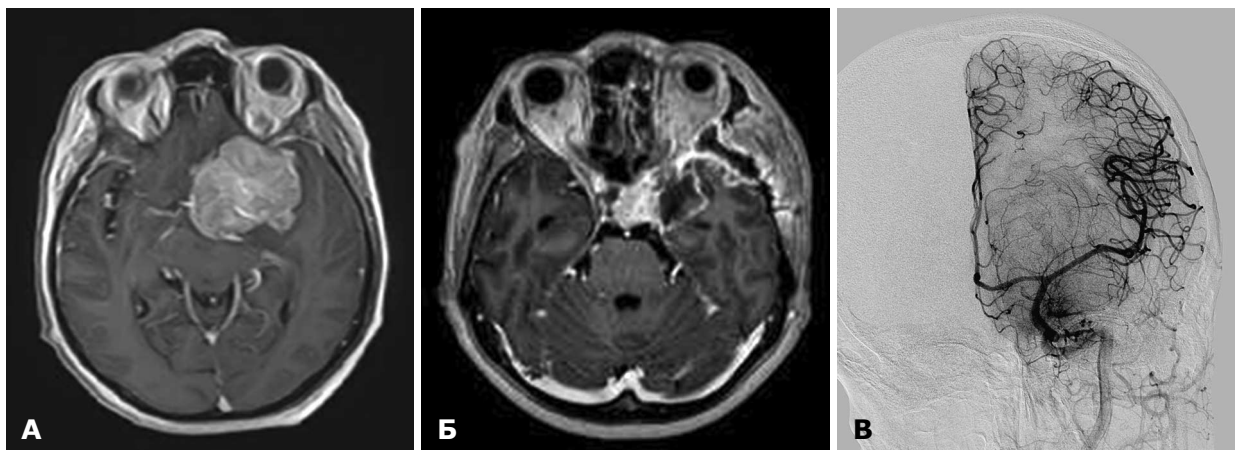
Позамозкова пухлина медіальних відділів крил основної кістки ліворуч. А — МРТ до операції; Б — МРТ після операції; В — селективна церебральна ангиографія.
